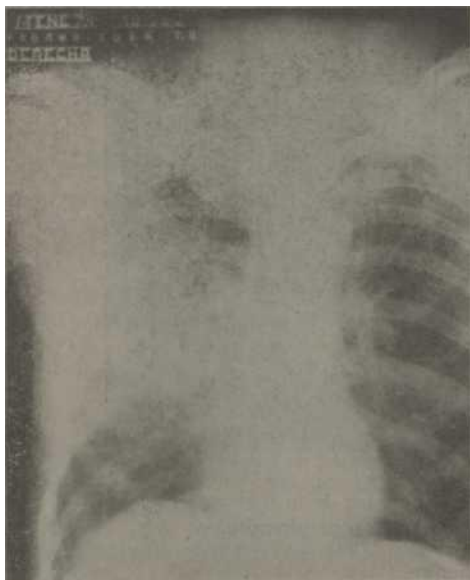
Radiografía de tórax en posición frontal donde pueden observarse las lesiones del tercio medio del pulmón derecho.
